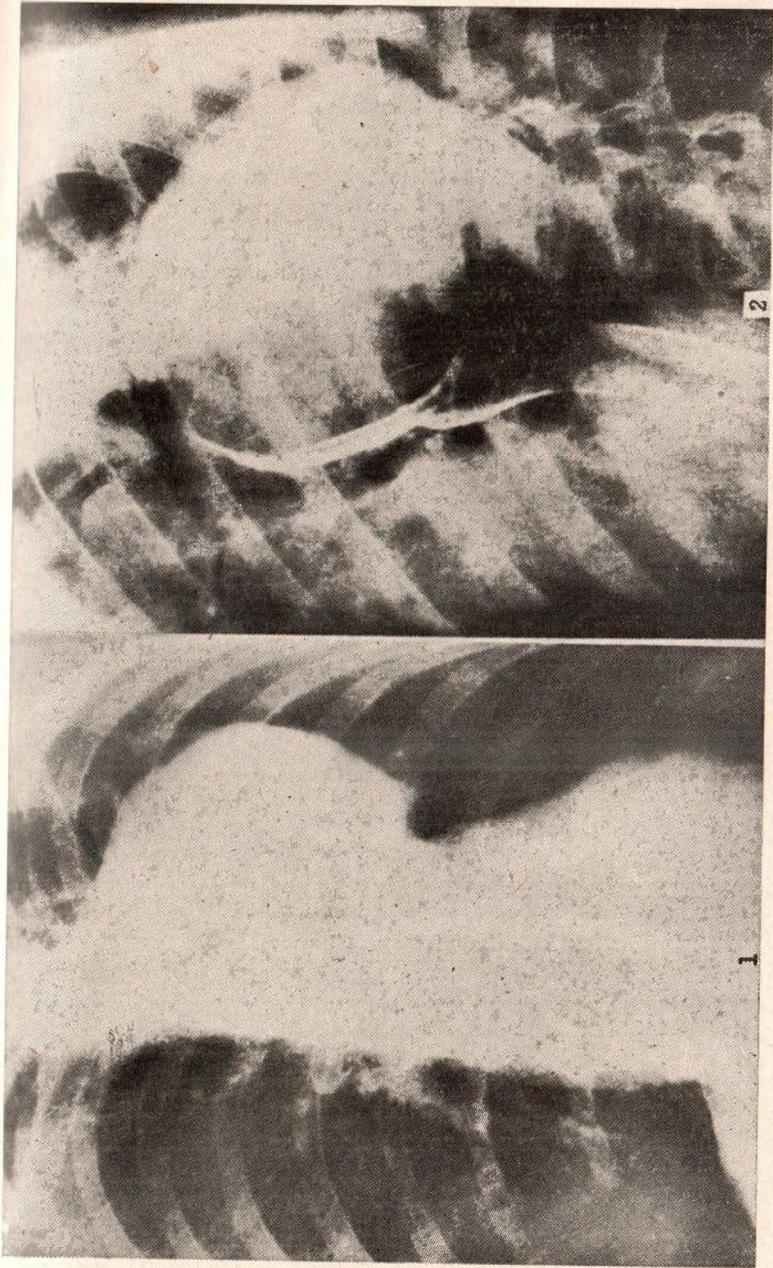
Radiografía en Antero-Posterior
